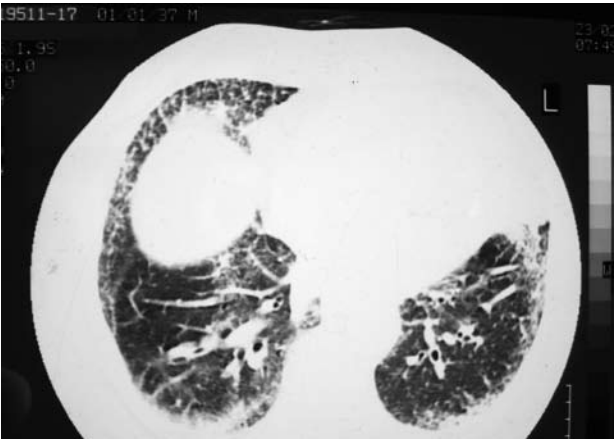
Patient 2, HRCT at baseline. Level 6: Diaphragm carina: total interstitial disease score (TID) = 50.
